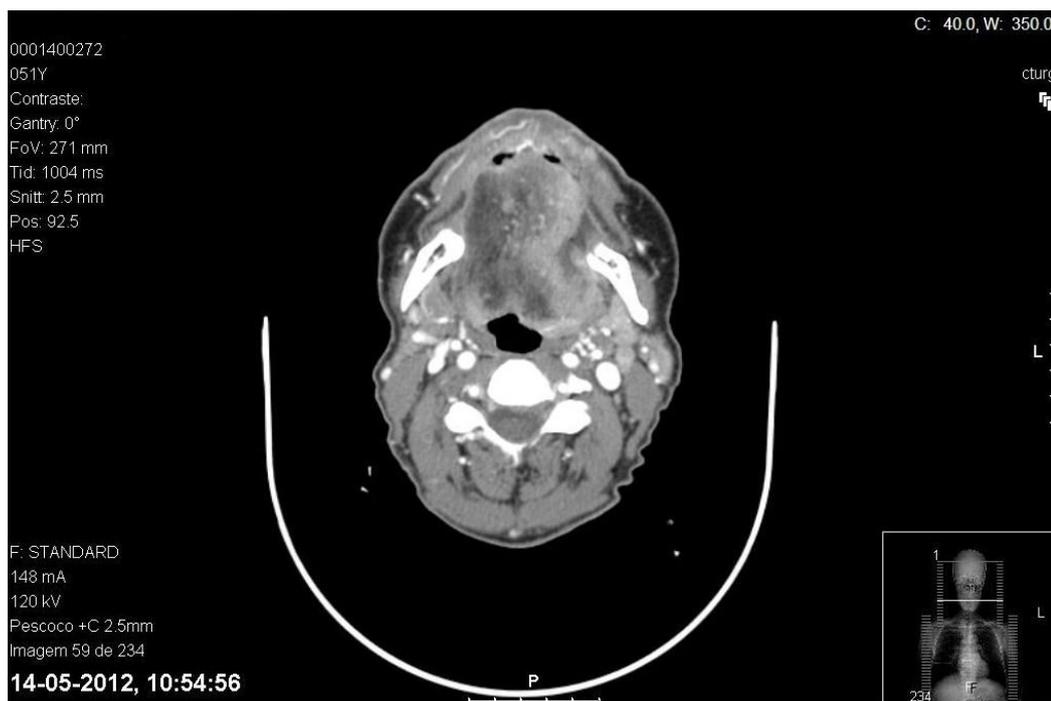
Vista Axial da Tomografia Computorizada. Observação da lesão na língua do lado esquerdo
